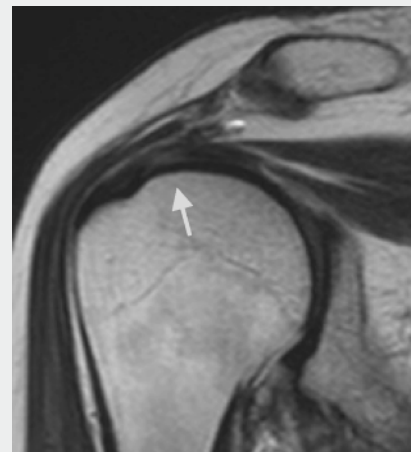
▲ MRT, T2w koronal, alte, partielle gelenkseitige Ruptur der Supraspinatussehne
